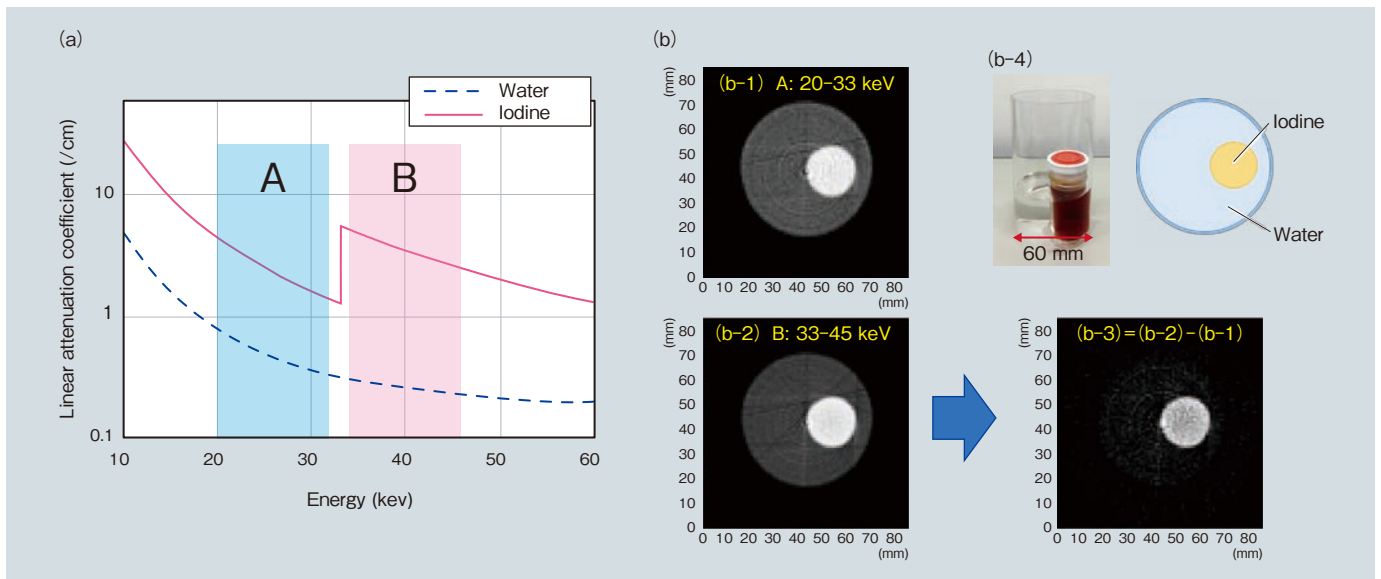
(a) 水とヨウ素での線減弱係数の分布 (b) K 吸収端イメージングの結果. 水とヨウ素で構成されたターゲット (b-4) に対し, 20 - 33 keV (A) の CT イメージ (b-1) と, 33 - 45 keV (B) の CT イメージ (b-2) の間で差分をとる (b-3) ことで, ヨウ素のみを抽出する
